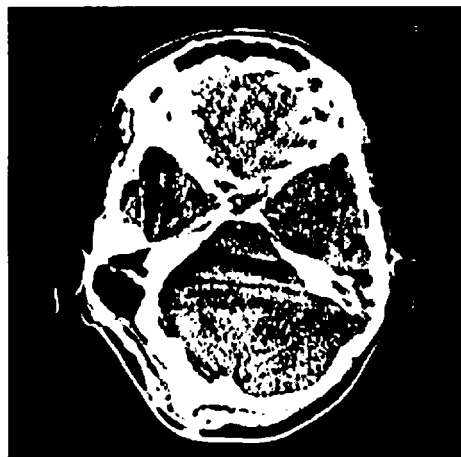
Tomografia de controle realizada 24 meses após a cirurgia, não apresentando sinais de recidiva do tumor.
